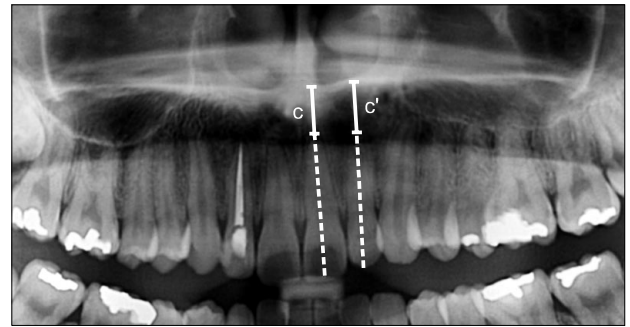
Measure of the distance from root tip to nasal floor on panoramic radiography (by extension line of root canal). c, incisal tooth; c', lateral tooth.
